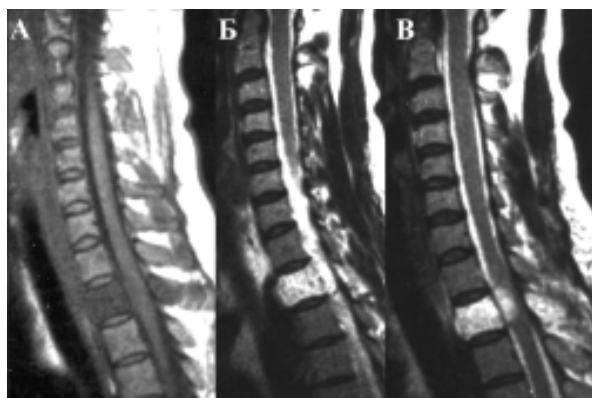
Гемангиома тела T_{12} с костной экспансией. МРТ-графия. А — T_1 -режим, Б, В — T_2 -режим
